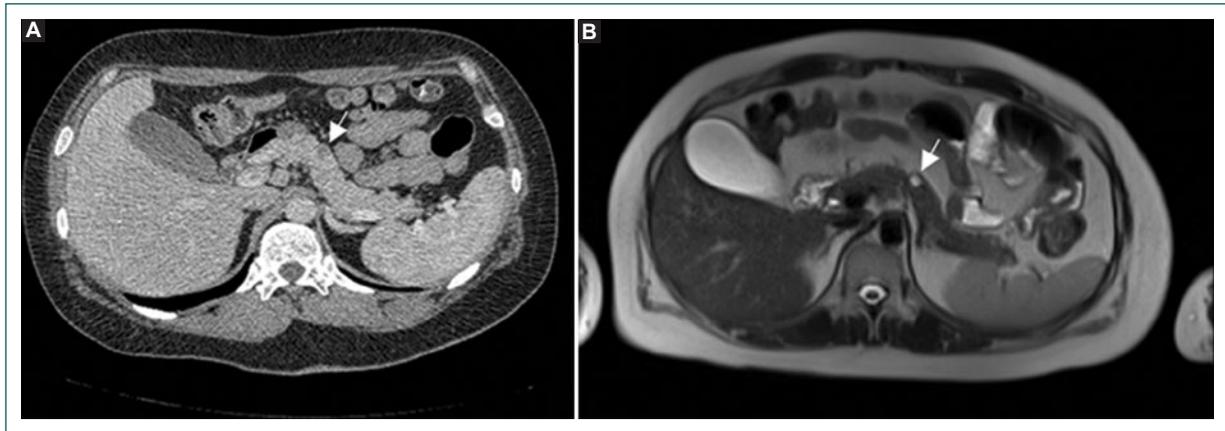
Tomografía y resonancia magnética de páncreas que muestran una imagen quística de 8 mm en el cuerpo del páncreas (flecha). A: tomografía computarizada contrastada en fase venosa portal. B: resonancia magnética T2, corte axial.
